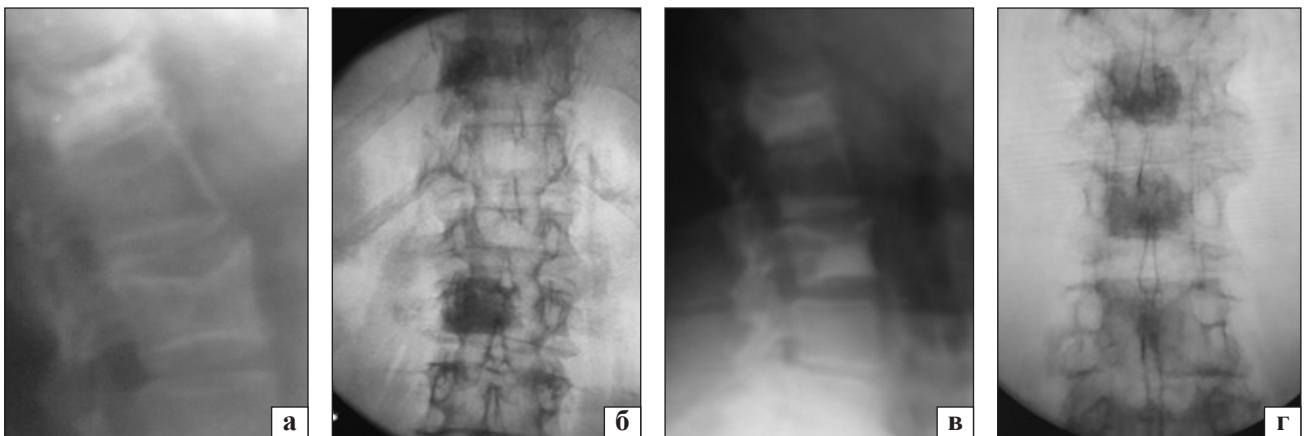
Фотовідбитки рентгенограм хворої К., 69 років. Діагноз: компресійний перелом L_{III} хребця на фоні остеопорозу. Стан після пункційної вертебропластики L_I хребця (до операції (а, б), після операції (в, г))
